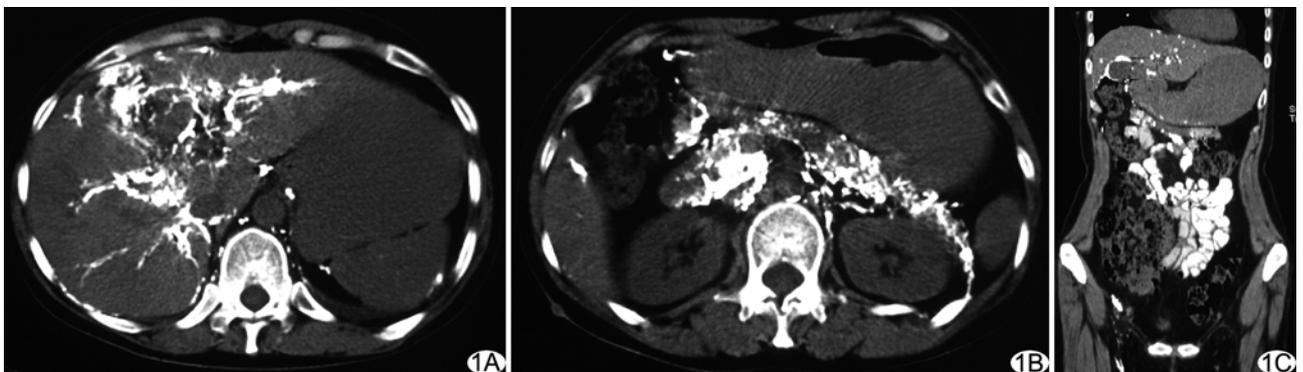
患者女,44 岁,乳糜胸并小肠淋巴管扩张症 A. DLG 后 MSCT 示肝内对比剂沉积沿胆道分布; B. DLG 后 MSCT 示胰腺周围、十二指肠周围及肠腔内对比剂沉积; C. CT 冠状位重建示空肠、回肠内见对比剂充填
